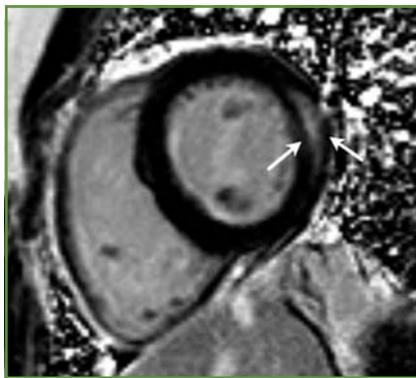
IRM avec imagerie de perfusion chez une patiente traitée par trastuzumab ; présence de rehaussement tardif dans la portion médio-myocardique de la paroi latérale (flèches). (D'après Fallah-Rad [14].
